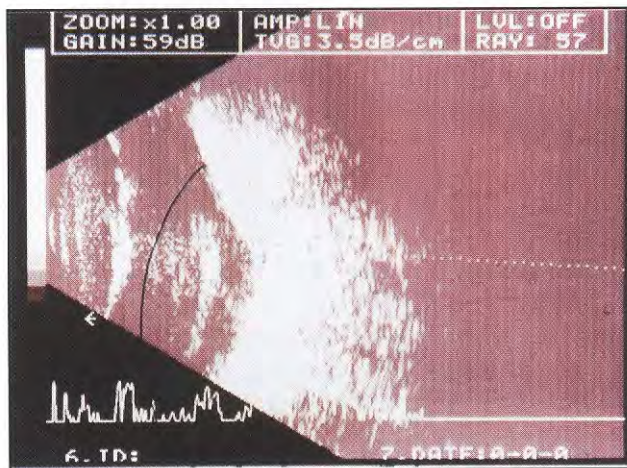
Ultrassonografia (caso 1) demonstrando descolamento de coróide, intensa diminuição do comprimento antero-posterior do globo ocular e retina colada.
